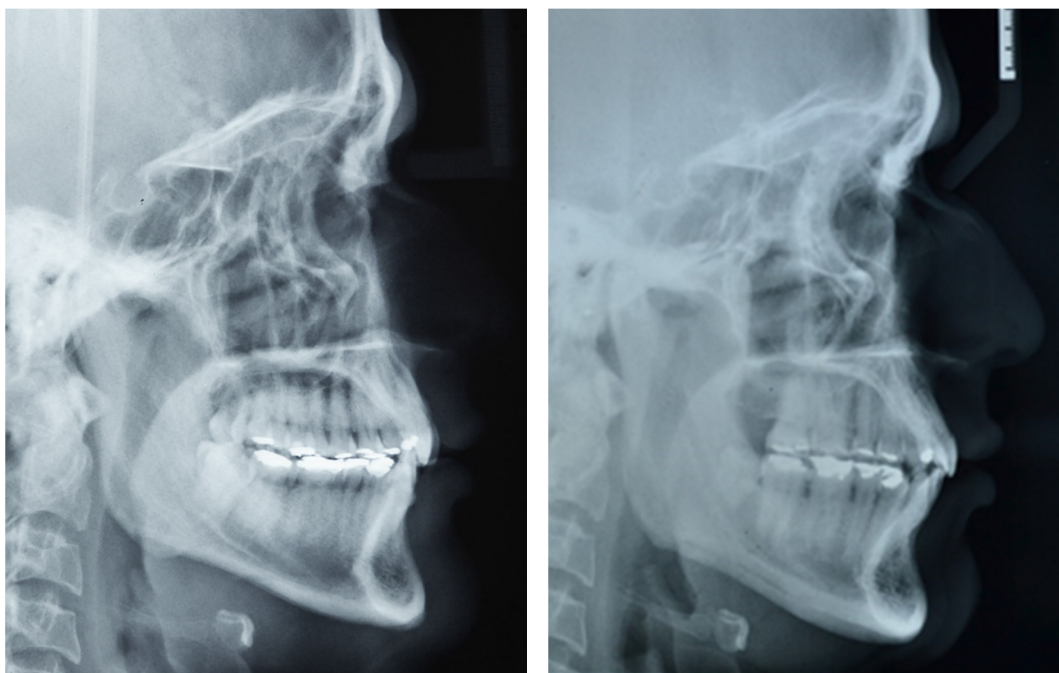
Radiografías cefalométricas: inicial y final.
